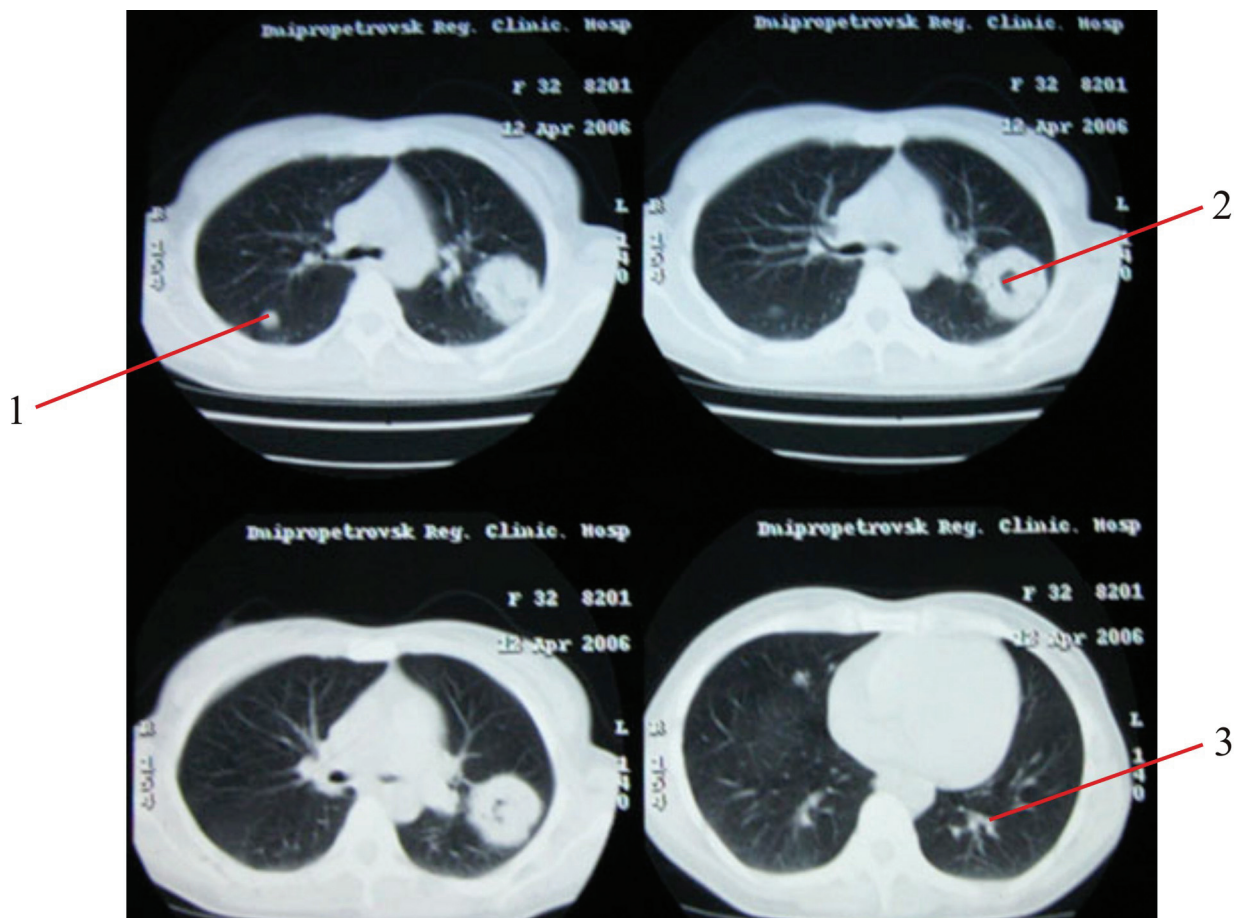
КТ органів грудної клітки хворої С. 12.04.2006 р. 1 — округле утворення до 13 мм; 2 — утворення до 8 мм; 3 — округле утворення 44 мм в діаметрі з порожниною розпаду
